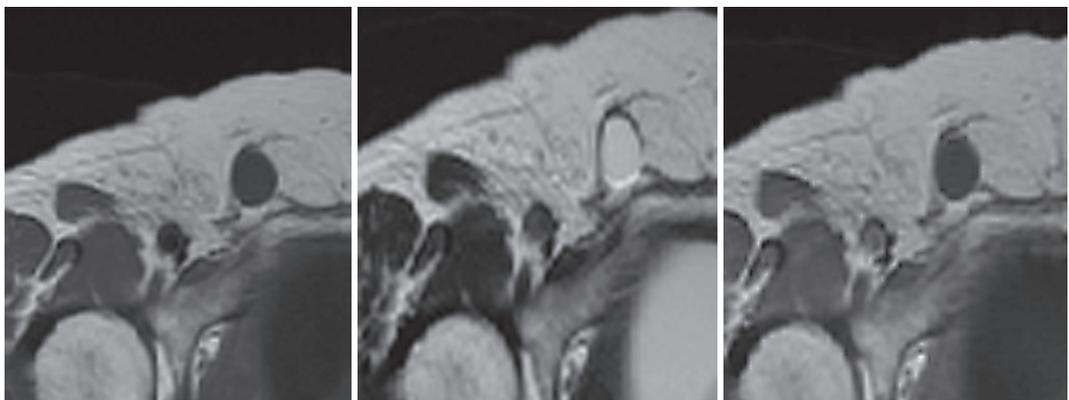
MRI所見 左:T1強調画像 中央:T2強調画像 右:T1強調Gd造影画像
